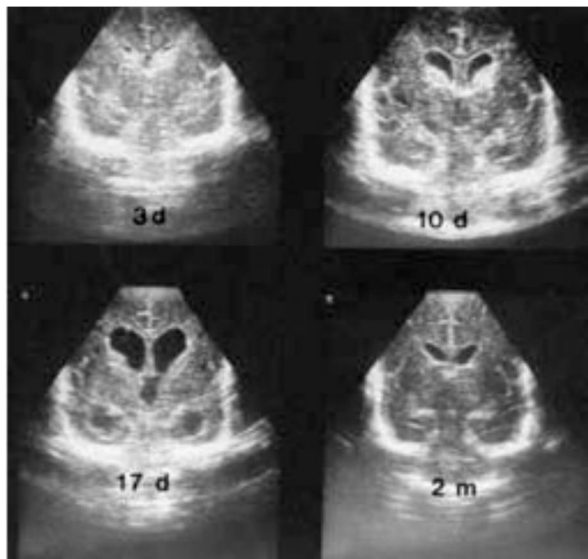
Conjunto de cuatro ecografías de sección coronal que muestran ventriculomegalia después de una hemorragia intraventricular a los 3 días de vida, con resolución espontánea hacia los 2 meses de vida.
